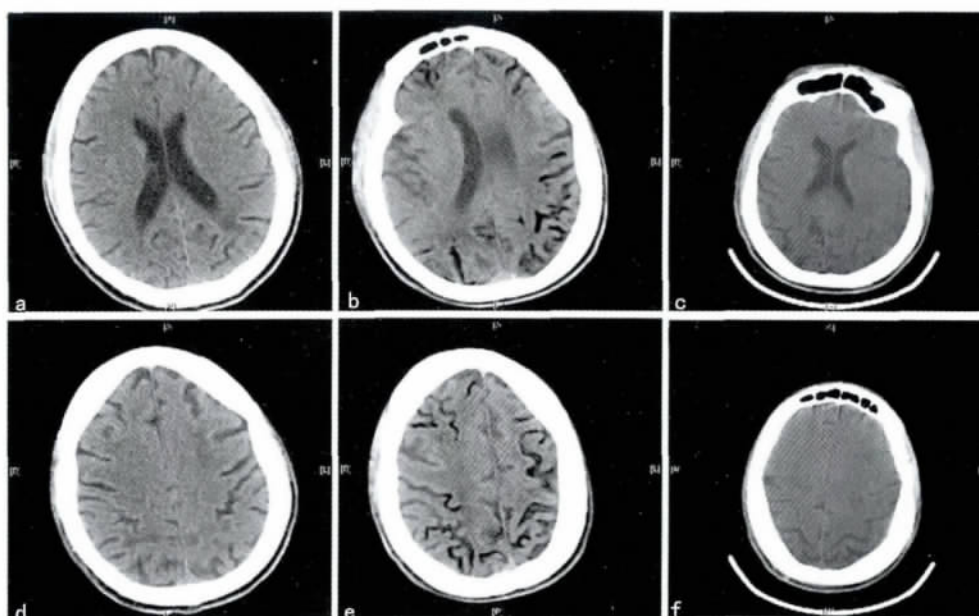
颅脑轴向 CT 扫描。a 和 d 为空气栓塞发生前 2 天; b 和 e 为空气栓塞后,大量的空气分布在双侧大脑半球蛛网膜下腔,大多沿静脉分布; c 和 f 为空气栓塞后 1 d,示蛛网膜下腔的气体较前有所吸收。A = 前, P = 后, L = 左, R = 右。
